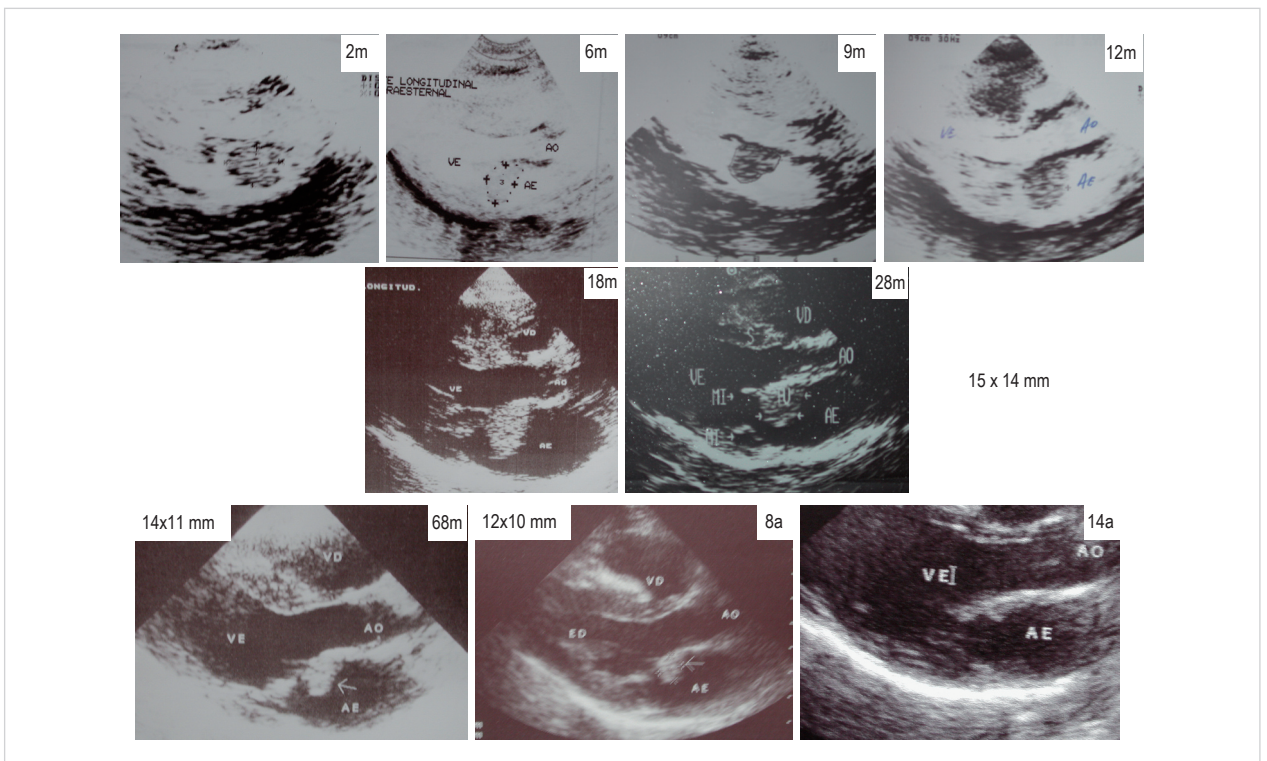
Ecocardiogramas em posição paraesternal esquerda em cortes longitudinais mostram a manutenção do tumor na face atrial da válvula anterior da mitral até 28 meses, e a diminuição progressiva do mesmo desde os 68 meses até a eliminação total com 14 anos. m – meses; a – anos.
